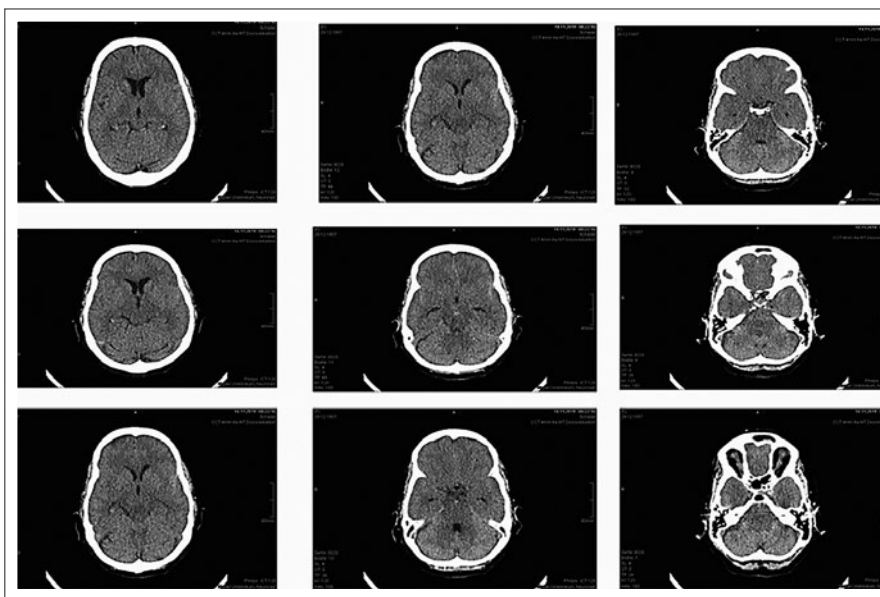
Fallbericht: Computertomographie nach 2 Tagen
